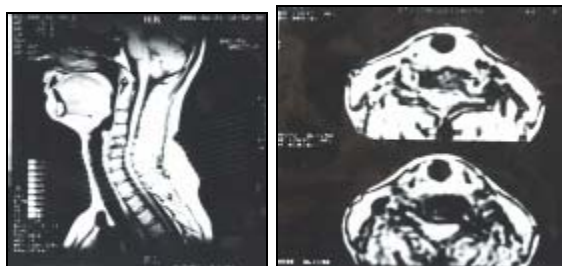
+16b - Paciente SV ; RMN: ne présente pas de formations tumorales cervicales et thoraciques
